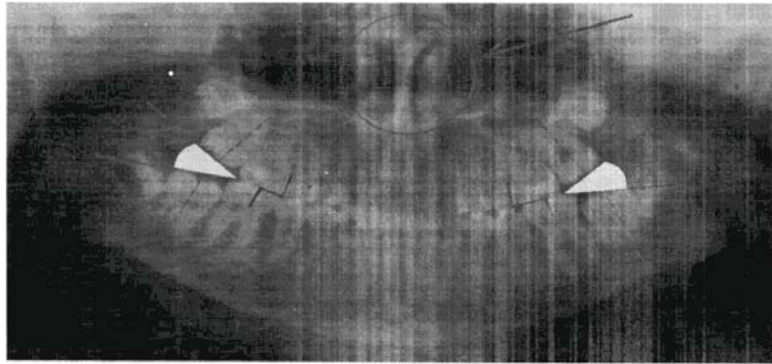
Определение на ортопантомограммах челюстей числа зубов, их положения, степени формирования, патологии твердых тканей, углов наклона моляров и других зубов, ромбовидных межжюккюзонных пространств, формы носовой перегородки и величины носовых раковин.
